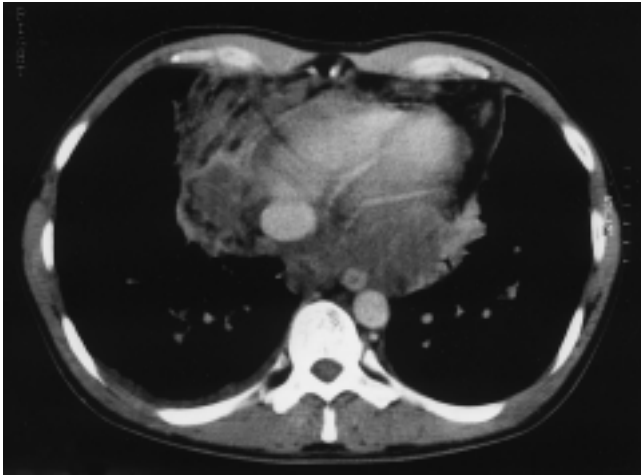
u. b Inhomogene Raumforderung im Bereich des vorderen Mediastinums, bilaterale hiläre Raumforderungen und eine dem Ösophagus ummauernde, weichteildichte Struktur. Rückbildung nach IFN α -Therapie. a) CT Thorax vor Beginn der Therapie mit IFN α -2a. b) CT Thorax nach 16-monatiger Therapie mit IFN α -2a.
